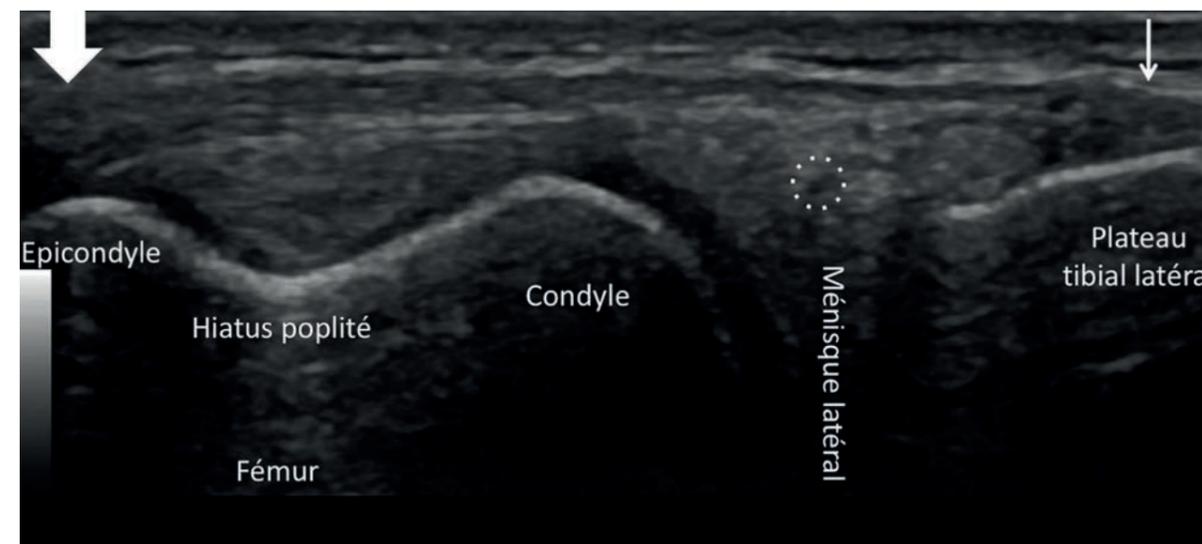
Aspect échographique normal du LAL. Le ligament antérolatéral du genou dans son grand axe, coupe échographique dans un plan coronal. L'enthèse tibiale (flèche fine) est toujours correctement visualisée. Le ligament croise l'interligne fémorotibial latéral avec comme point de repère en profondeur l'artère géniculée inférolatérale qui longe le mur méniscal latéral (cercle). L'enthèse fémorale, plus large (flèche large) est parfois plus difficile à individualiser.
